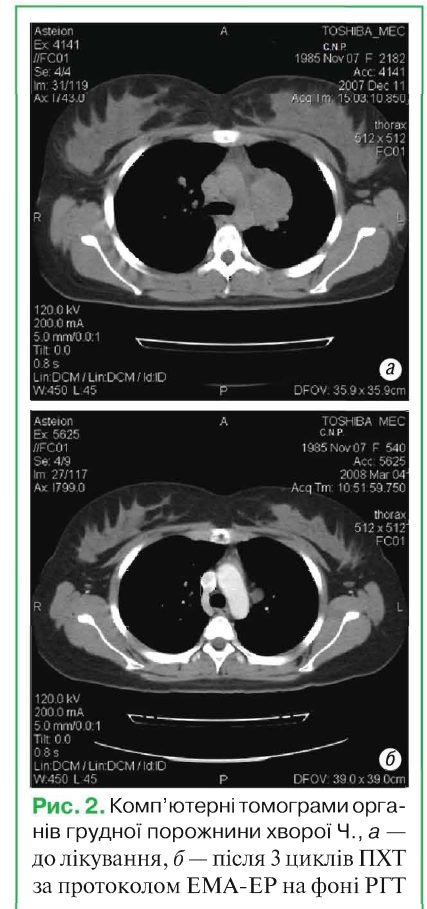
Комп'ютерні томограми органів грудної порожнини хворої Ч., а — до лікування, б — після 3 циклів ПХТ за протоколом ЕМА-ЕР на фоні РГТ
